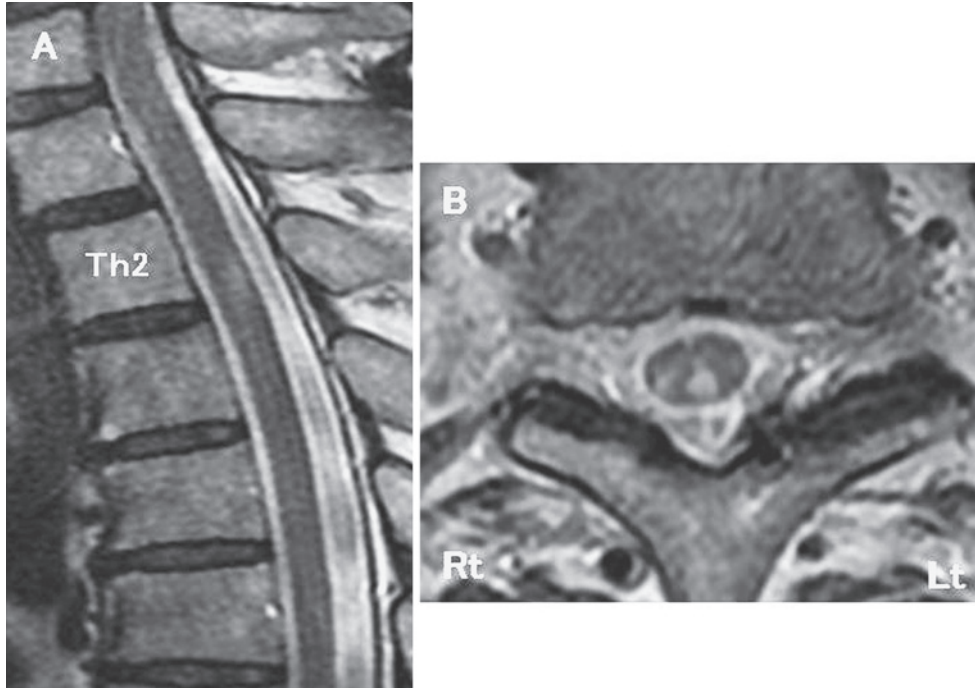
T₂ weighted thoracic magnetic resonance images of the spinal cord (Sagittal and axial, 1.5T; TR 3,000 ms, TE 108 ms) (A, B) show intramedullary hyperintensity lesions at the posterior part of the spinal cord at Th2-Th3 spine levels. They involved bilateral posterior column and right posterior horn.
